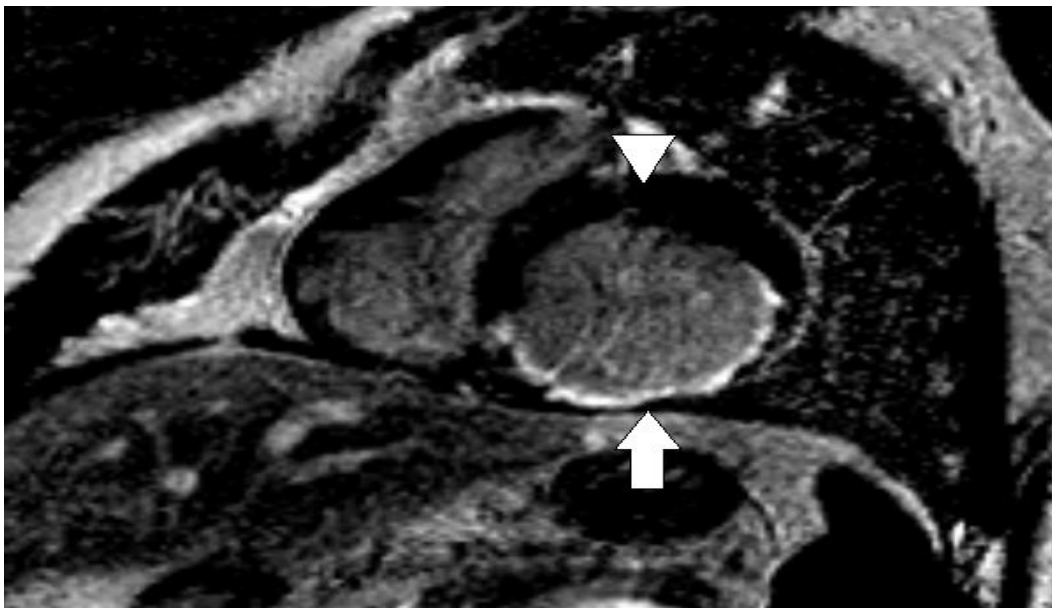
Магнітно-резонансна томографія міокарда хворого К.
